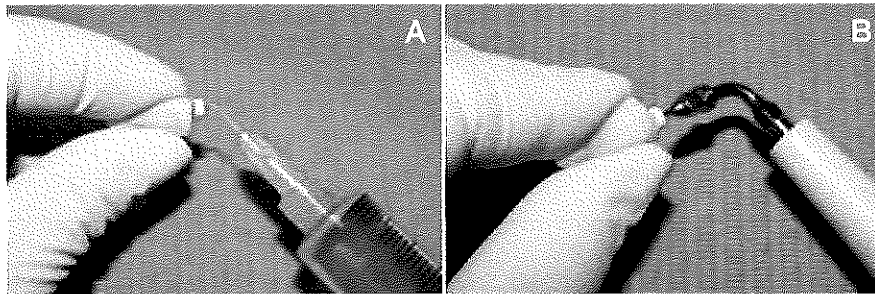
A) Irrigación con hipoclorito de sodio al 2.5%. B) Protocolo de irrigación activado con ultrasonido.
